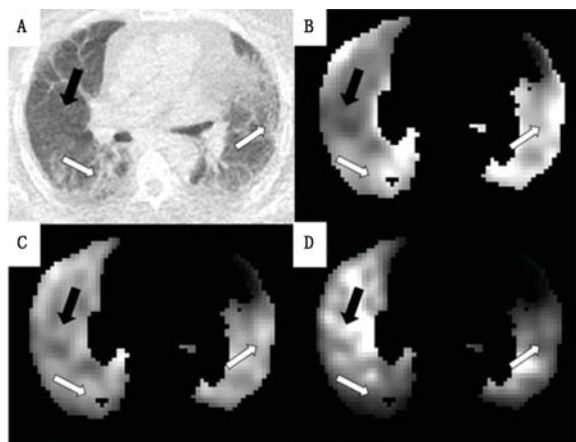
特发性肺纤维化(IPF)患者 ^{18}F -脱氧葡萄糖(FDG)动态显像的 Patlak K_i 参数图像。A. CT 示明显的纤维化(白箭头示)和正常组织(黑箭头示); B~D. 在空气和血液校正前的 Patlak 参数图像(B), 空气成分校正后图像(C), 空气和血液成分校正后图像(D), 所有图像都已归一化, 以在任意灰度上显示, 其他部位图像被遮挡, 只清晰显示肺^[21]
